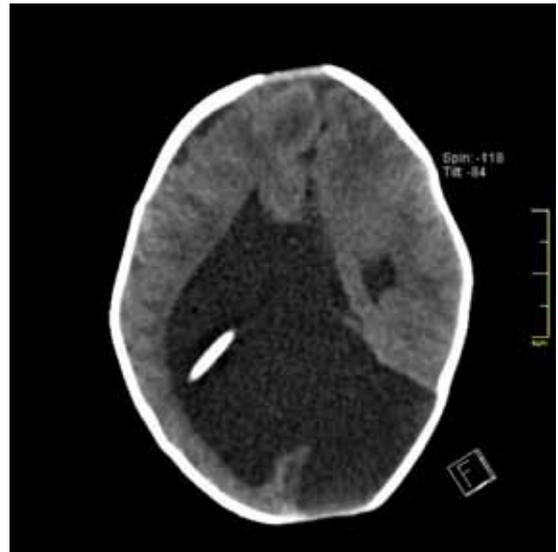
Tomografía axial computada al mes de vida. Se observa al corte axial porción intraventricular del catéter derivativo que ingresa por vía parietal derecha.
